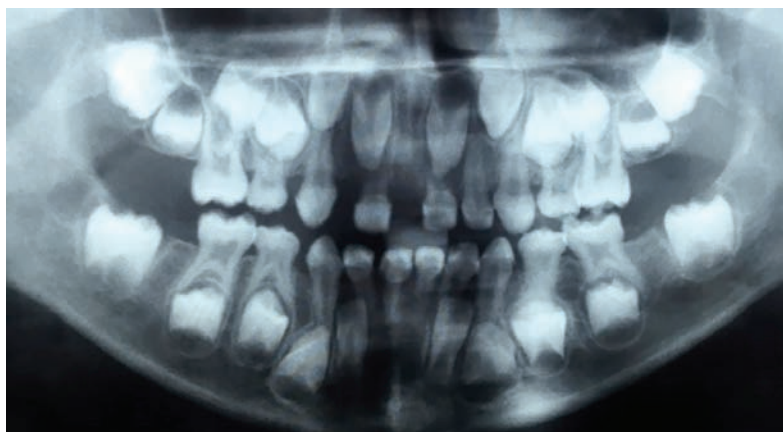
Panoramic radiographic of patient with at 6 years old and clinical.
